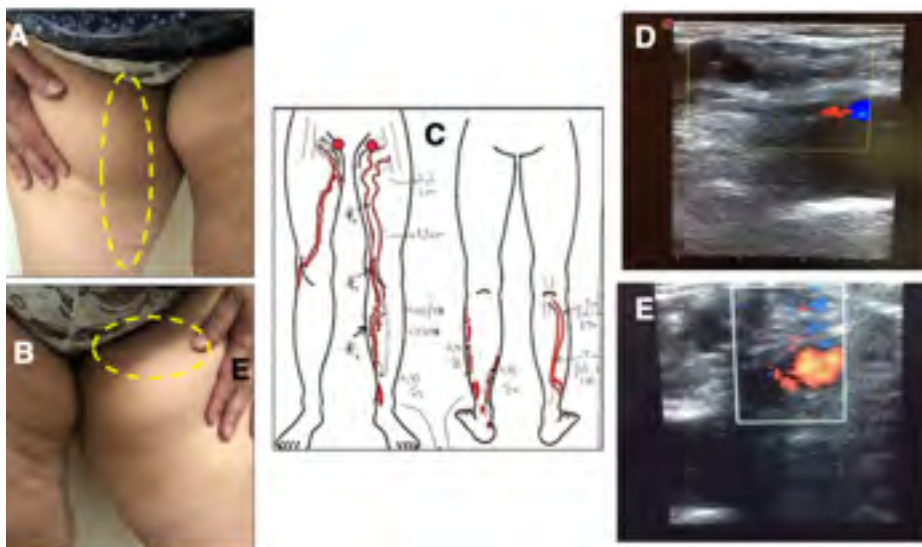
A y B. Paciente con recidiva varicosa, con antecedentes de safenectomía mayor bilateral. C. Recidiva varicosa de cayado safeno-femoral a punto de partida de fuga pudenda y obturatriz. D y E. Ecodoppler color venoso donde se objetiva la conexión de fugas pudenda y obturatriz con vasos de neoformación a nivel del lecho de cayado safeno-femoral.
